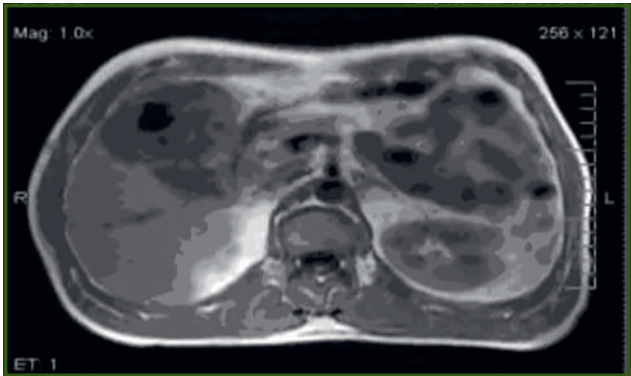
MRI scan. Suppurated echinococcal cyst of the right lobe of the liver. Hypointensive signal from chitinous shell, cloisonne structures, capsule bilayer
